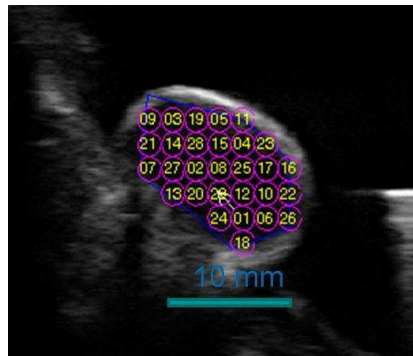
Grille de tirs ultrasonores dans la tumeur généré aléatoirement par le programme informatique dans le contour sélectionné.
